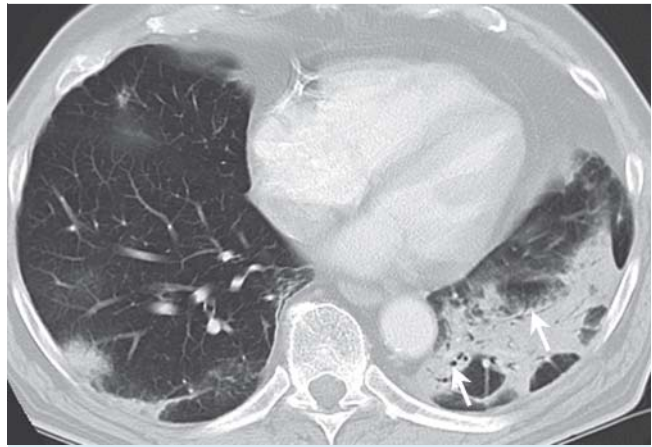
CT mit Konsolidierungen in beiden Unterlappen, links mit Luftbronchogramm (Pfeile).
